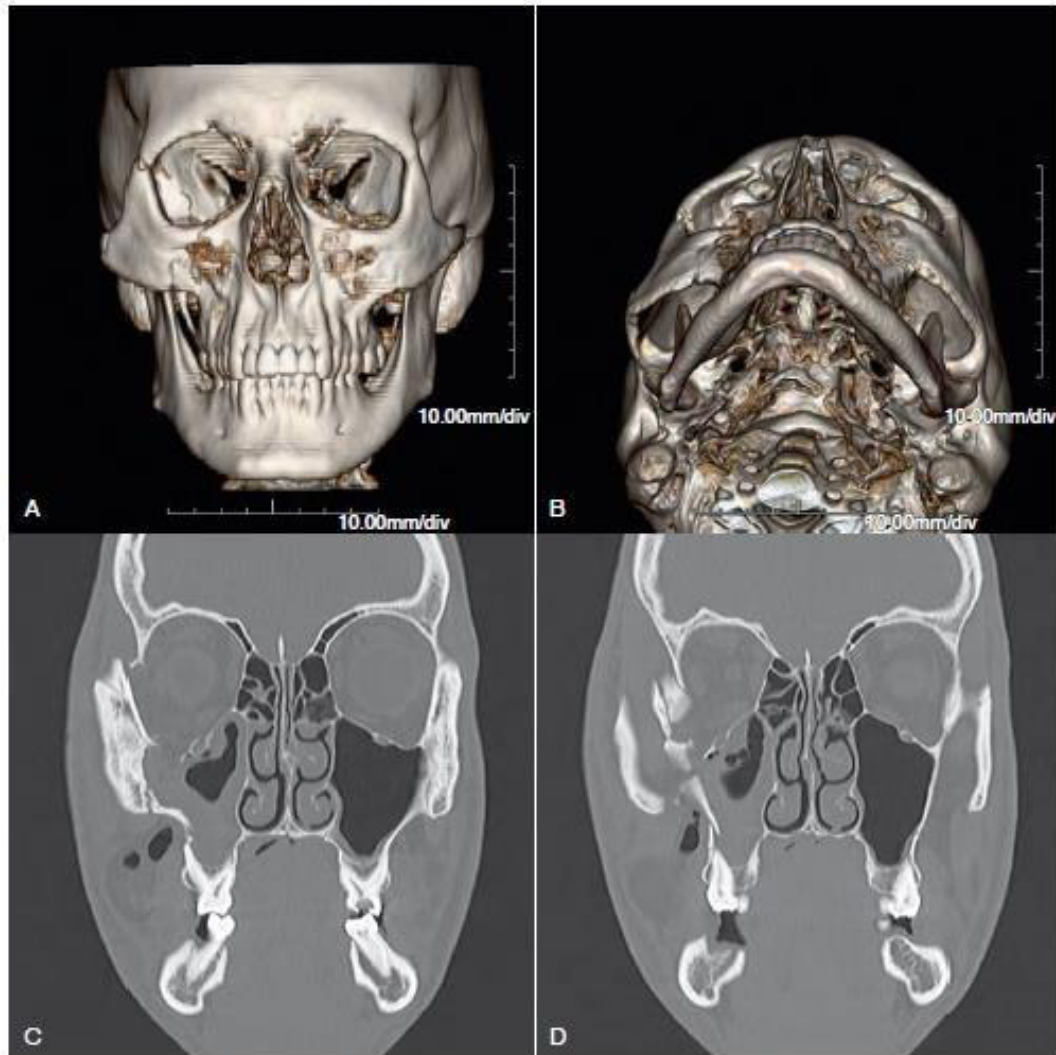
Uso de la tomografía computarizada intraoperatoria. A, B, las tomografías computarizadas tridimensionales preoperatorias muestran un ZMC derecho moderadamente desplazado.
